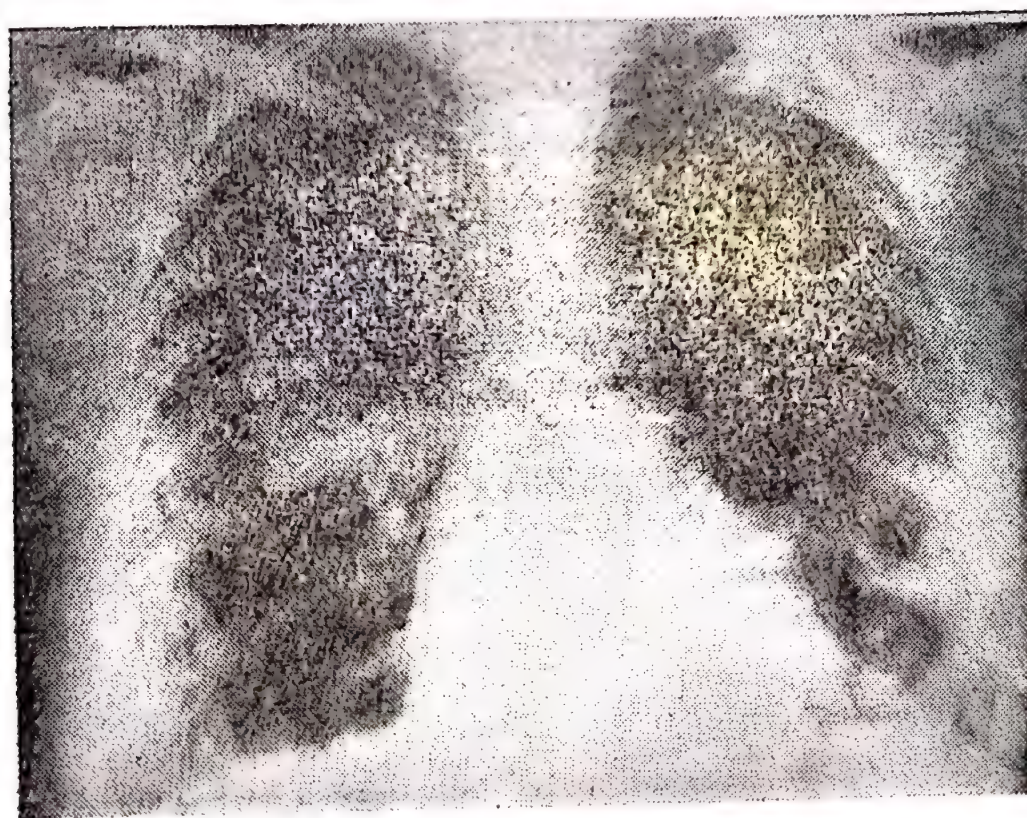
Același caz. Radiografia pulmonară efectuată la data de 7. XII. 1971.
